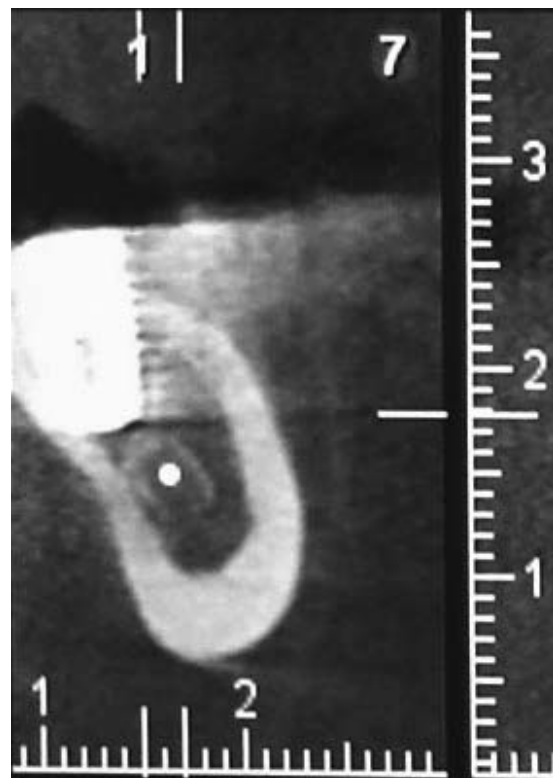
Tomografía axial computada post-quirúrgica de 3.7
